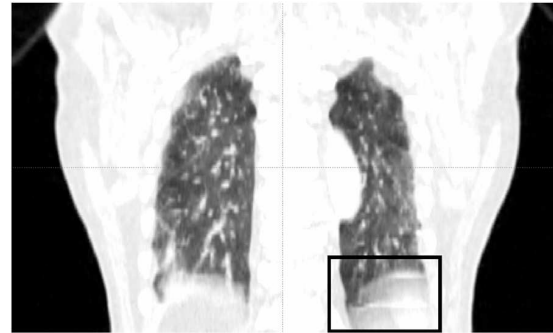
Frontal view of the amplitude binned CT reconstruction of patient no. 11. The artifacts are due to a baseline drift and irregular breathing (black box).
